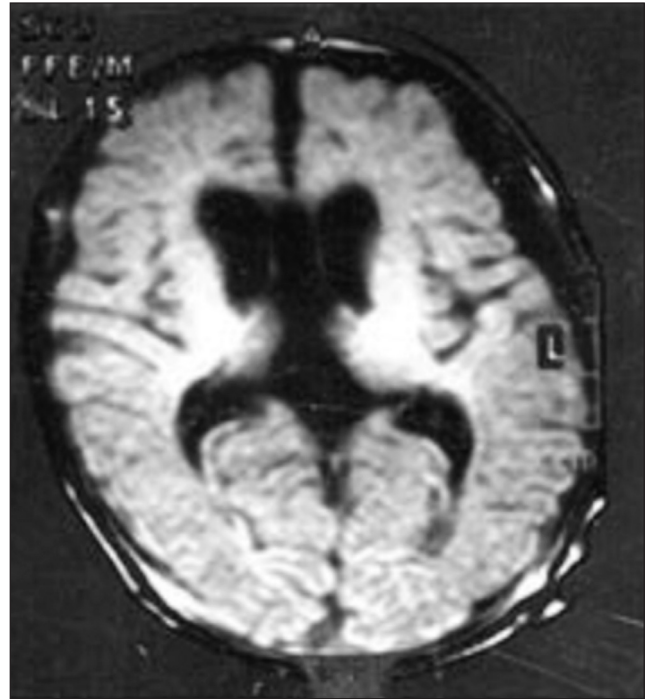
Венрикуломегалия билатеральная. Магнитно-резонансная томография
